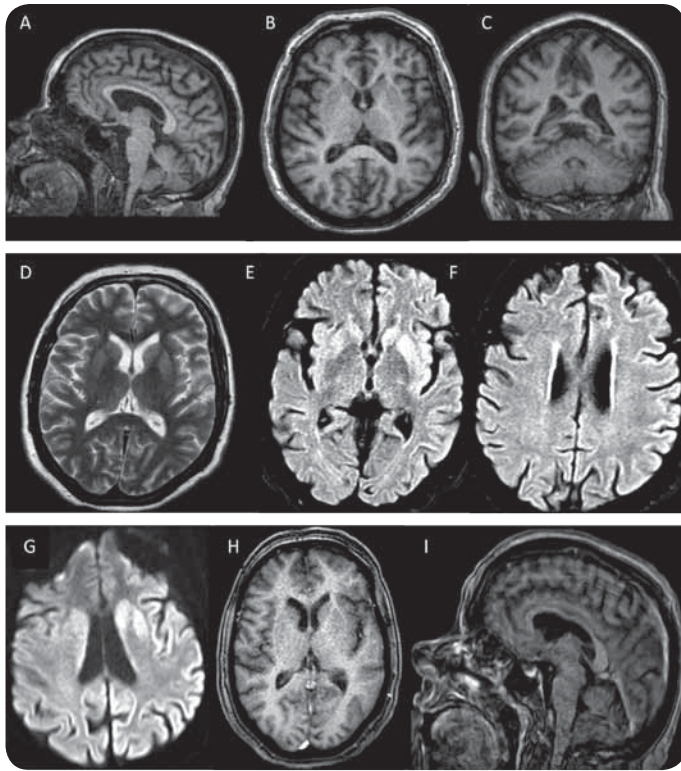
RMN de cerebro 1.5 Teslas. A, B, C: secuencias T1WI sagital, axial y coronal respectivamente. No se aprecian alteraciones morfológicas llamativas en estas imágenes. D: secuencia T2WI axial que no demuestra patología evidente. E, F: secuencia FLAIR axial donde se aprecia hiperintensidad predominantemente en la corteza insular bilateral, las cabezas de los núcleos caudados y ambos putámenes. Además hay un reforzamiento hiperintenso en la corteza frontal, temporal y parietal bilateral a manera de ribete (descrito en inglés como cortex ribboning). G: imagen en DWI que corrobora las hiperintensidades de núcleos basales y corteza frontal, insular, temporal y parietal. H, I: imágenes en T1WI con gadolinio. No hay toma patológica del medio de contraste por las lesiones señaladas.
